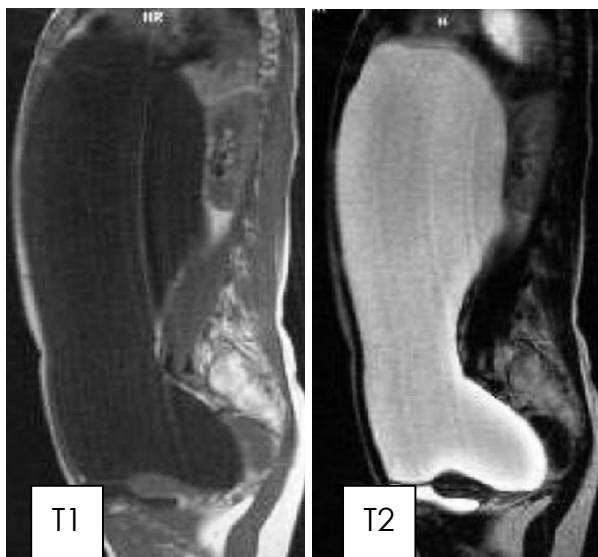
IRM T1 et T2 montrant une
